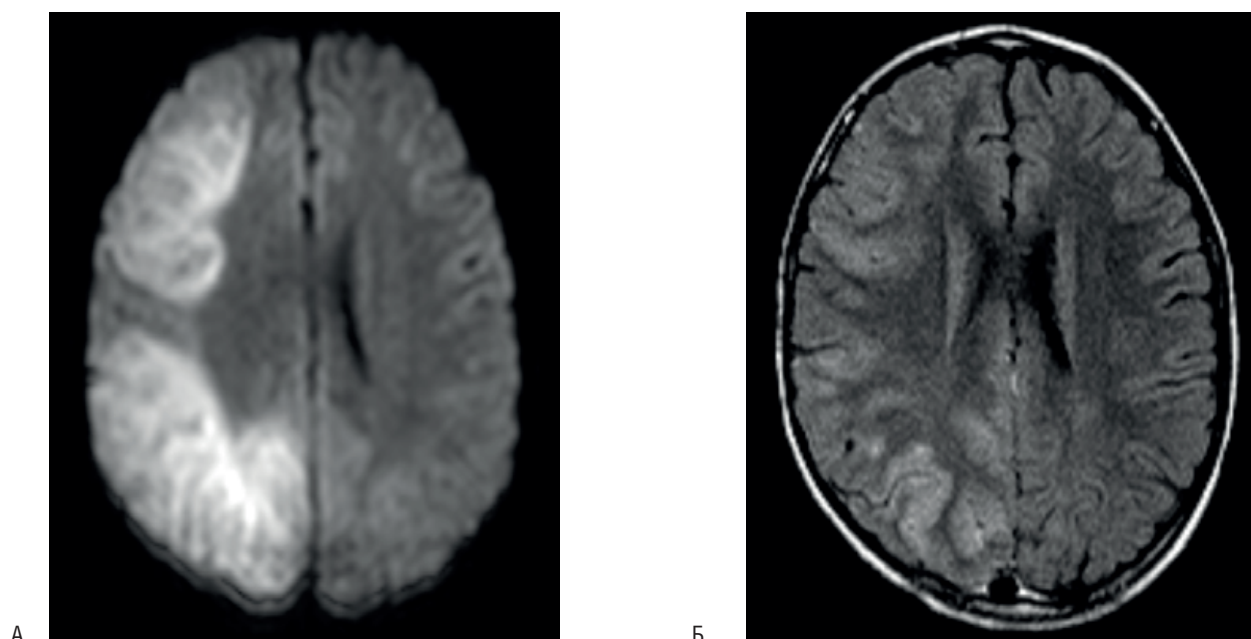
Пациент 2, Владимир С. МРТ (А – DWI, Б – FLAIR) инициальная стадия ННЕ, 2-й день после эпилептического статуса. Признаки отека правого полушария: обширные участки гиперинтенсивного сигнала, увеличение объема полушария.
